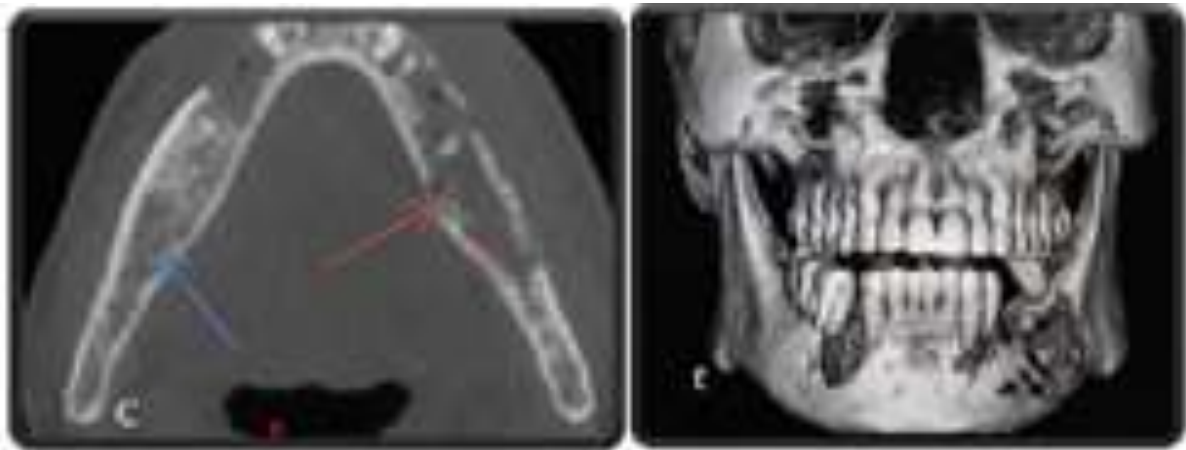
Gambaran dari sentral sequestra yang sering terlihat pada osteomielitis, dimana secara radiografi terlihat area radiopak atau kalsifikasi tulang ditengah area terinfeksi (panah biru).²⁷
